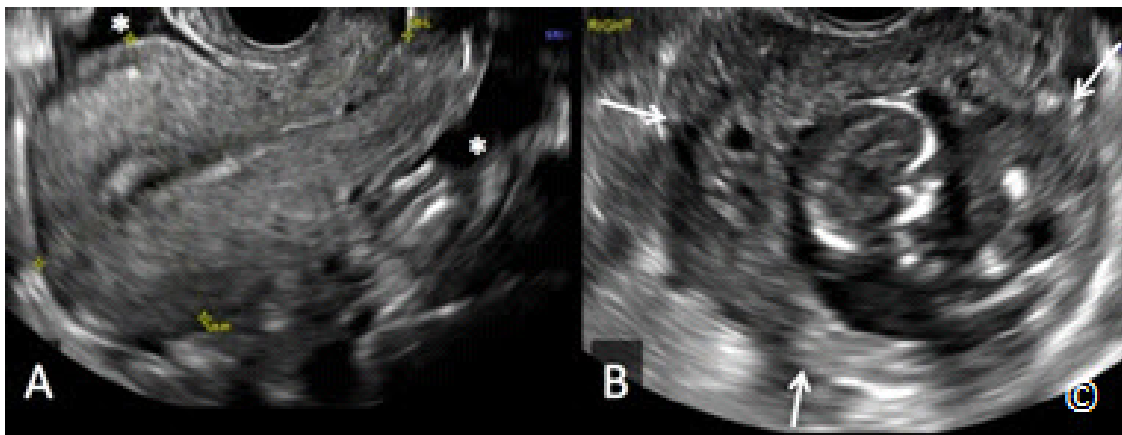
A y B: Ultrasonido transvaginal de un embarazo ectópico abdominal a las 14 semanas de gestación en la pelvis derecha. Figura 13.25-A muestra una vista sagital del útero con líquido libre en la pelvis (asteriscos). La Figura 13.25-B muestra el embarazo abdominal (flechas) en la pelvis derecha.
